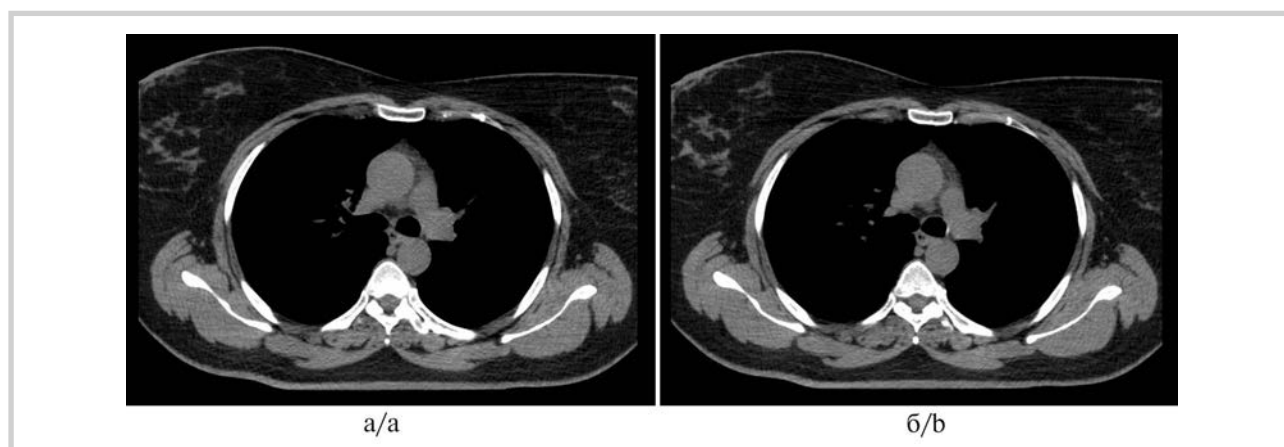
Компьютерная томограмма после проведенного лечения.
